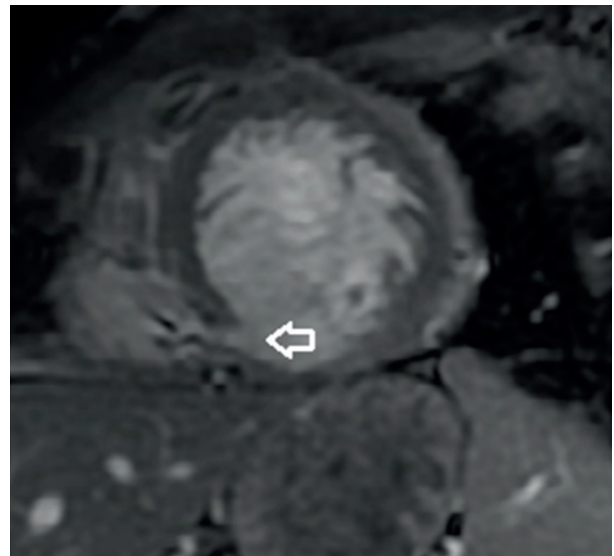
Resonancia magnética cardíaca: vista de eje corto donde se constata solución de continuidad a nivel inferoseptal medial, de bordes anfractuados (flecha).
